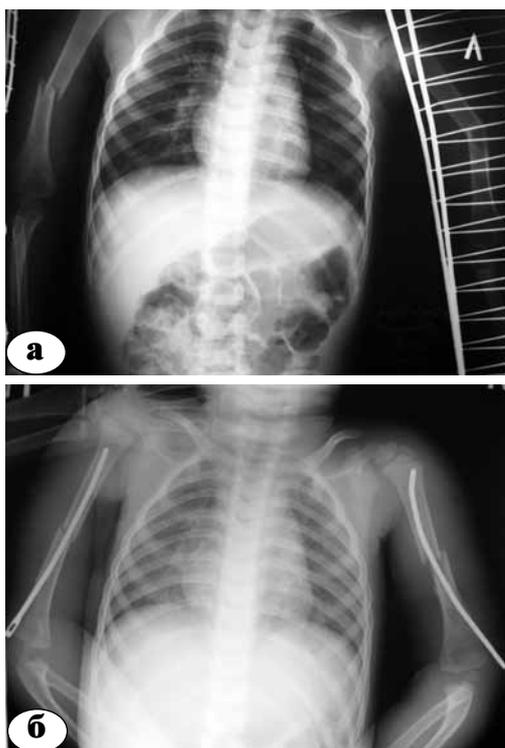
Рентгенограммы больного В., 2 г. 4 мес. Диагноз: сочетанная травма, ушиб головного мозга легкой степени, закрытый перелом обеих плечевых костей со смещением: а – до операции; б – после остеосинтеза гвоздями Эндера
